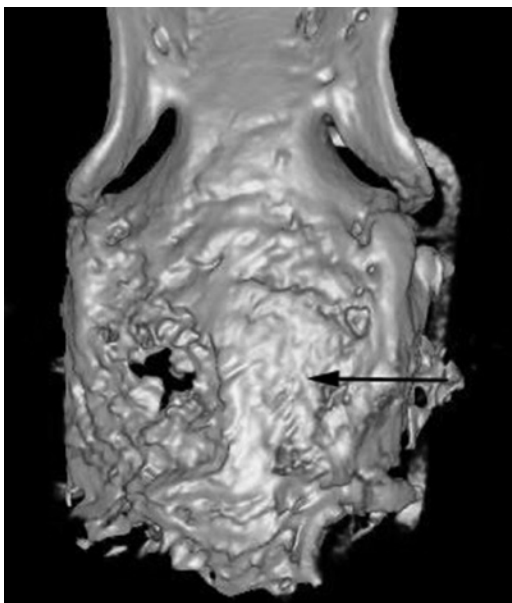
Крыша черепа кролика через 120 сут после имплантации исследуемых материалов. Стрелкой обозначен дефект правой теменной кости (экспериментальная группа). Мультиспиральная компьютерная томография, трехмерная реконструкция
